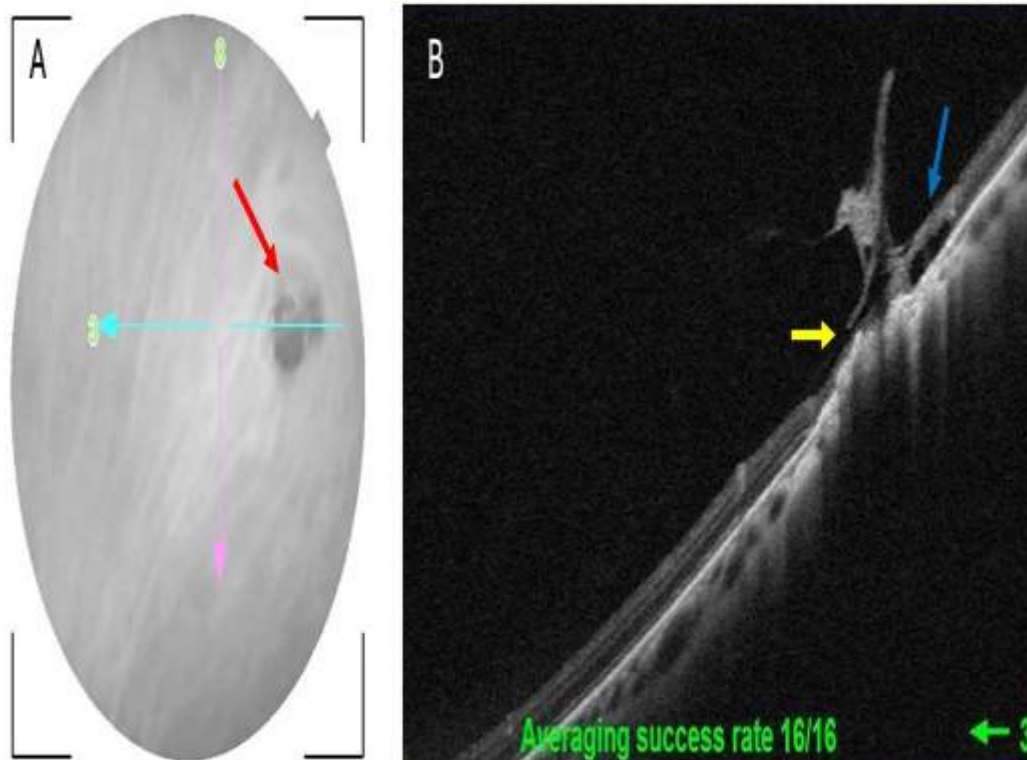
Tomografía de coherencia óptica (SD-OCT) en el sitio de la lesión. A) Imagen infrarroja que ubica la lesión a nivel de periferia nasal superior de ojo derecho (flecha roja) y B) Corte horizontal, en el que se aprecia alteración en hialoides posterior con edema macular cistoideo posterior a la tracción vítreo-macular (flecha azul), adelgazamiento de capas retinales (flecha amarilla) y coroides, y una mayor visualización de la esclera que delimita la lesión.
